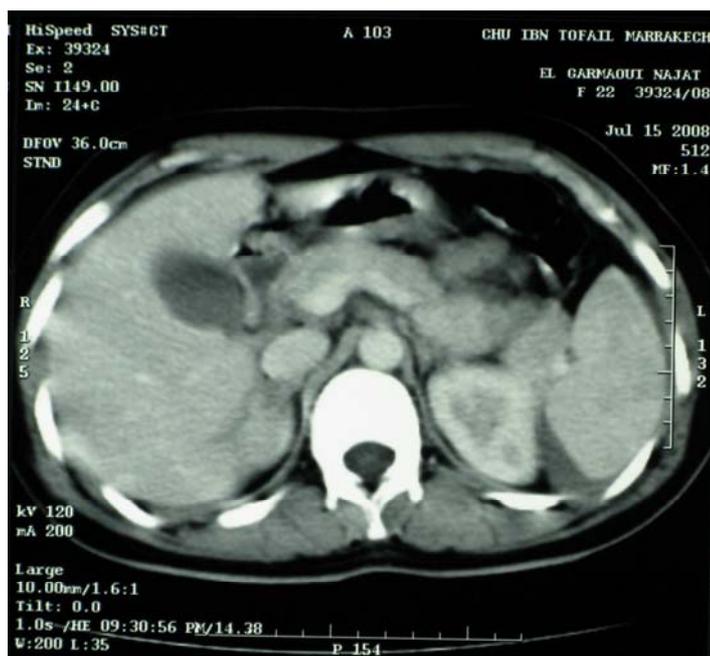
TDM abdominale montrant une fracture du pancreas au niveau de la jonction corps-queue.
